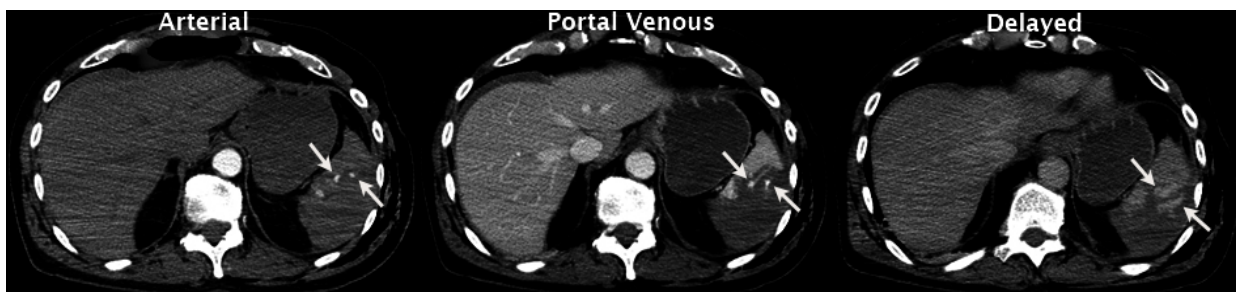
Focar de extravazare activă la TC. LL gr. IVa Baltimore – faza arterială, faza venoasă portală și faza tardivă [4].
